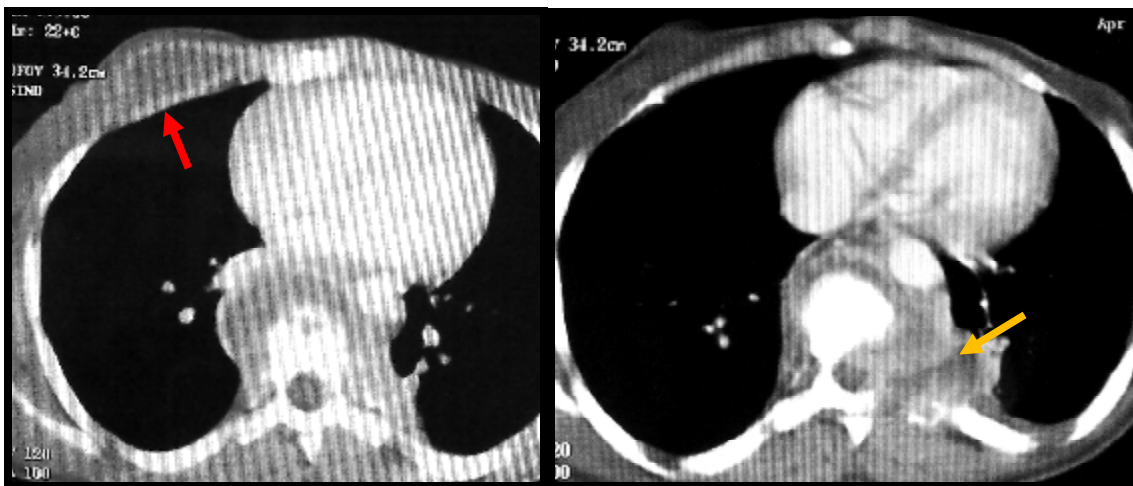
(cas N°40) : TDM thoracique, coupes axiales, en fenêtre médiastinale après injection de produit de contraste :
